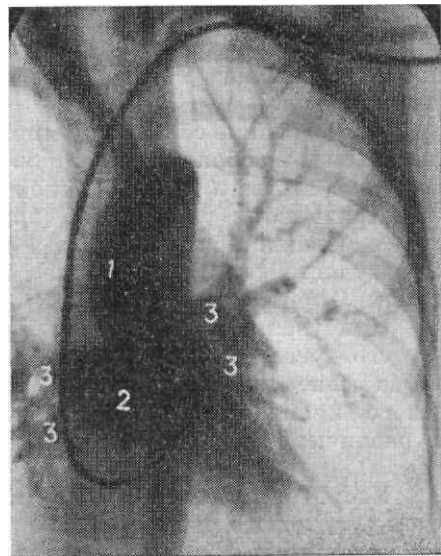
Рентгенограмма в прямой задней проекции. 1 — аорта; 2 — левое предсердие; 3 — легочные вены.
